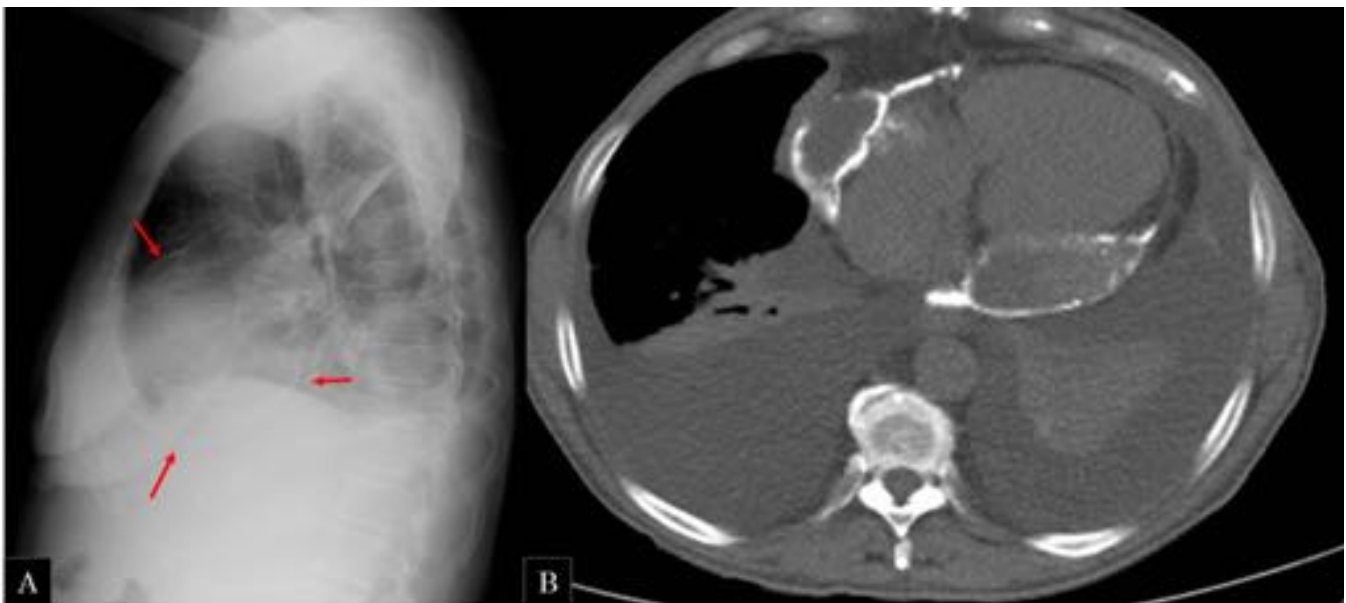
Mujer de 62 años con antecedentes de derrame pericárdico severo que precisó pericardiocentesis hace 30 años. A) radiografía de tórax: rodeando a la silueta cardiaca se identifica una fina línea de alta densidad (flechas) sugestivas de calcificación pericárdica. Derrame pleural bilateral. B) TC torácico: se observa calcificación de ambas hojas pericárdicas con derrame pericárdico asociado. Derrame pleural bilateral.
